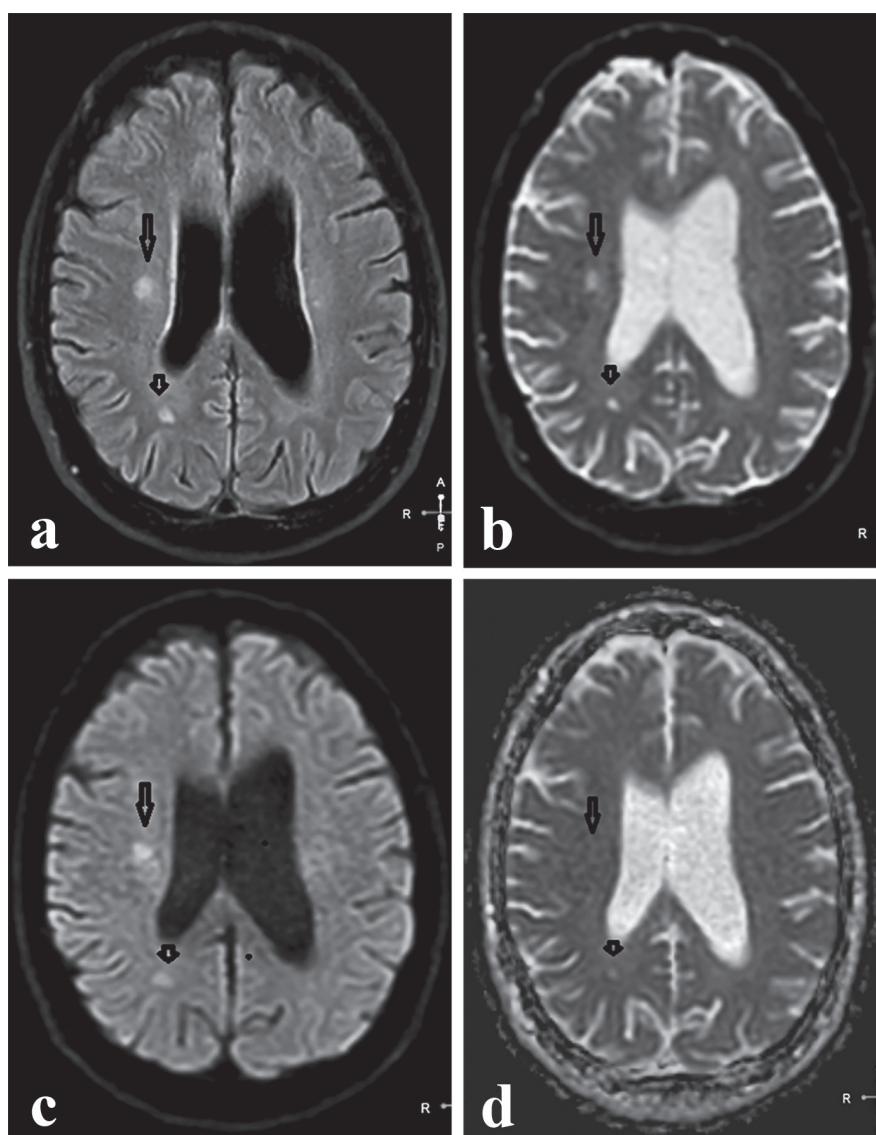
IRM cerebral în plan axial. Modificări post-ischemice de diferită vechime cu diferit exod, marcat de aparență diferită în diverse tehnici de scanare, a - tehnica FLAIR, ambele focare în hipersemnal (săgeată lungă și scurtă) l; b - tehnica DWI, factorul b = 0, ambele în hipersemnal focare (săgeată lungă și scurtă); c - tehnica DWI, factorul b = 400, ambele în hipersemnal focare (săgeată lungă și scurtă); d - tehnica DWI-ADC, focarul de proiecția ganglionilor bazali în izosemnal (săgeata lungă), focarul din regiunea occipitală în hipersemnal (săgeata scurtă).
